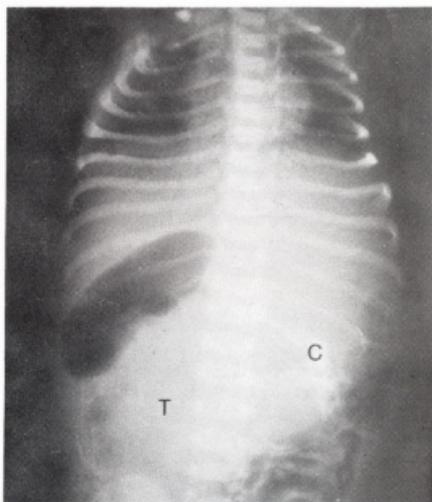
Caso 2; radiografía simple: masa ocupante (T) y calcificaciones (C).
